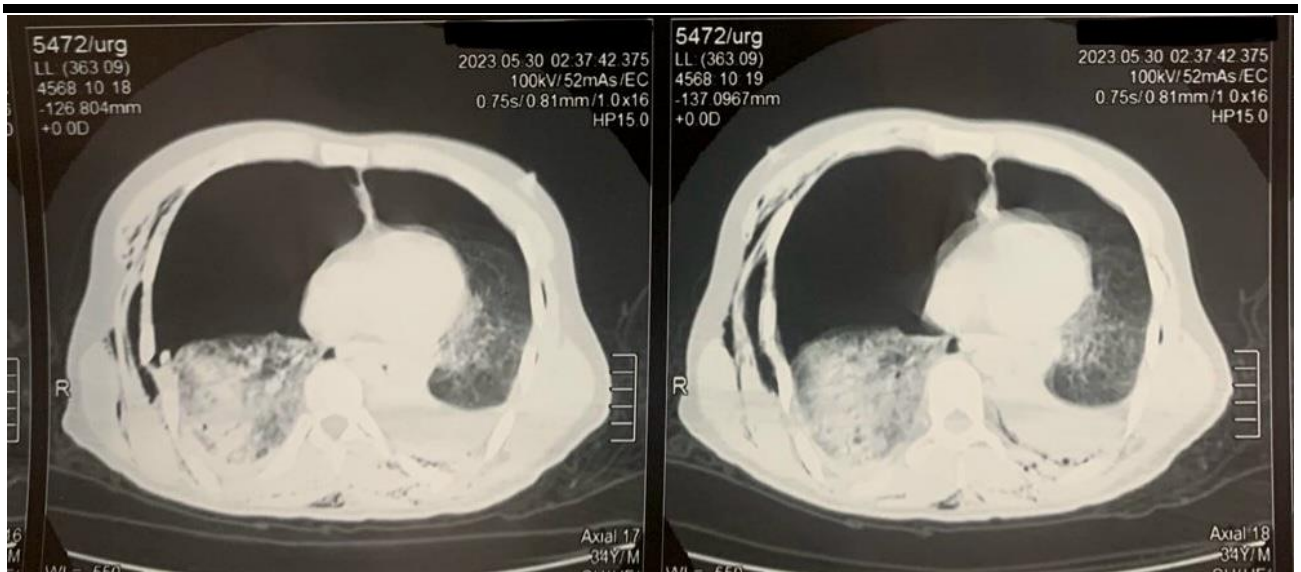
TDM thoracique objectivant des foyers de contusions pulmonaires bilatéraux, à noter un pneumothorax de grande abondance bilatéral associé à un épanchement pleural liquidiens bilatéral et un emphysème sous cutané intéressant la paroi thoracique droite , Hôpital Militaire Avicenne Marrakech .
